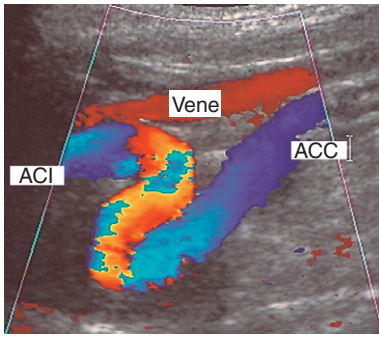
Farbdopplerbild einer geschlängelten ACI.
